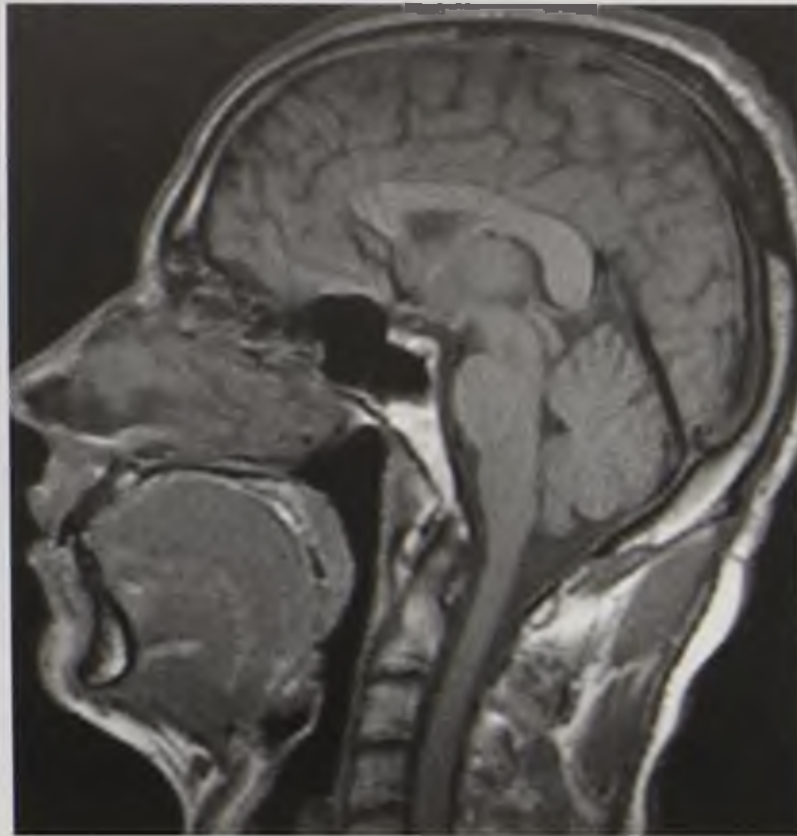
Магнитно-резонансная томограмма носоглотки, T1-взвешенное изображение в сагиттальной плоскости. Норма
